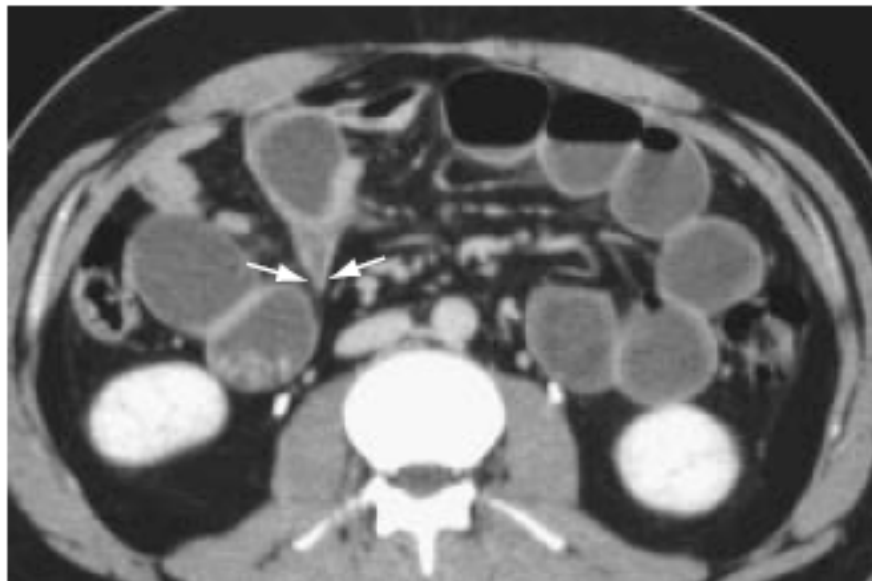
Occlusion sur bride sans strangulation; Coupe TDM sous-mésocolique avec injection; «signe du bec» (flèches). [46]
